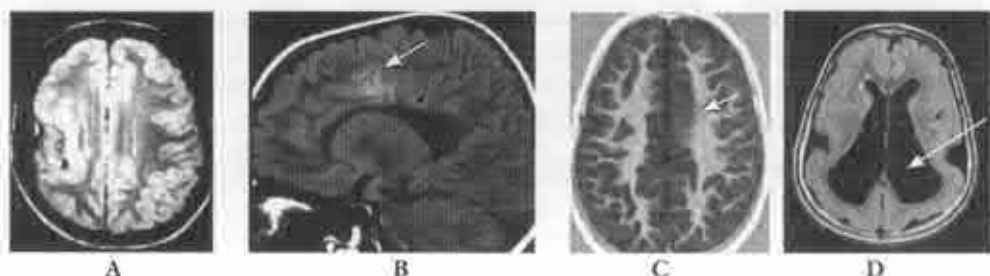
A. DCF tip I: IRM cerebrală – limite imprecise între substanța albă și cenușie; B. DCF tip II la nivelul lobului parietal stâng, aspect transversal; C. DCF tip II, IRM – aspect sagital; D. Zone de glioză (lisencefalia tip I – sindromul Bielskiowski. Secvență FLAIR axială: Mai multe zone punctiforme hiperintense, periventriculare reprezentate de focare glioză).
